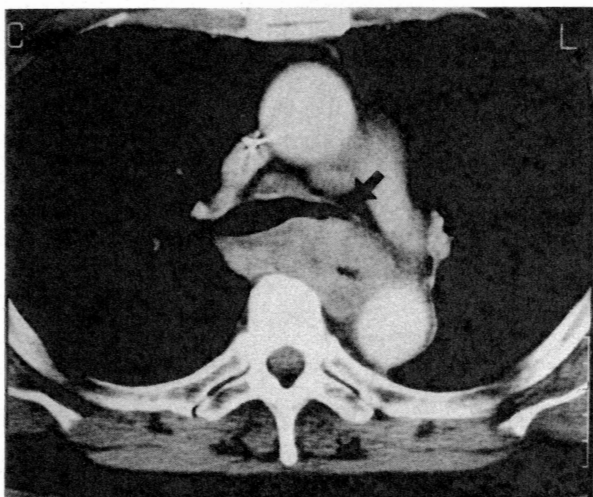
胸部CT写真。左主気管支は腫瘍により後方から圧排されている(矢印)。
